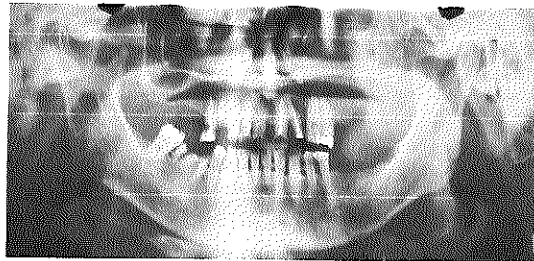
Ortopantomografía de evaluación inicial, donde se aprecia la pérdida de tejido óseo en región maxilar izquierda.
